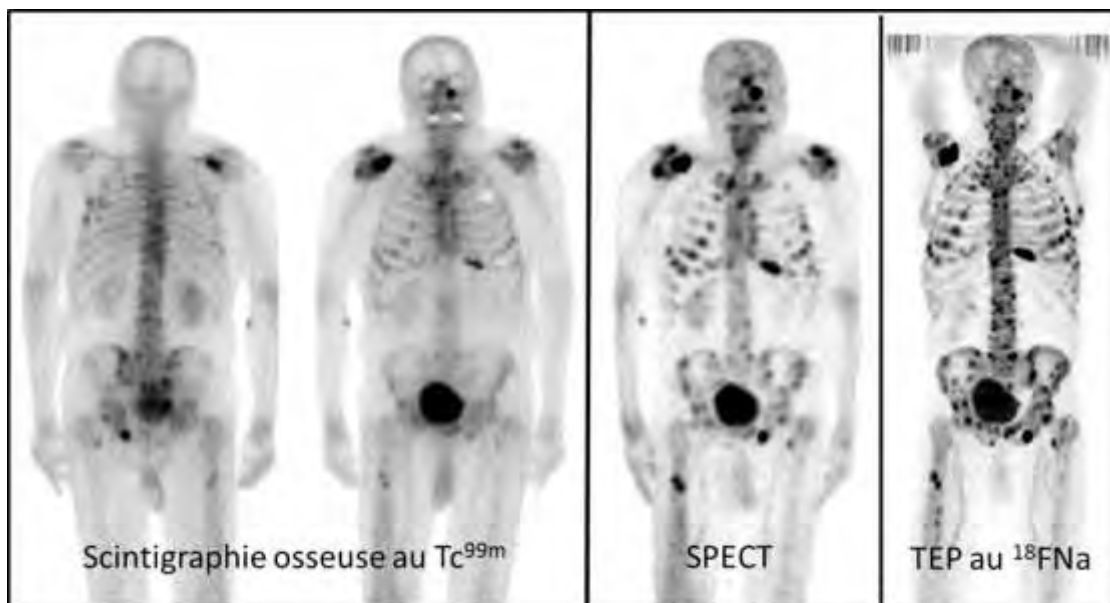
Comparaison de la scintigraphie osseuse planaire, de la SPECT et de la TEP au ¹⁸FNa
